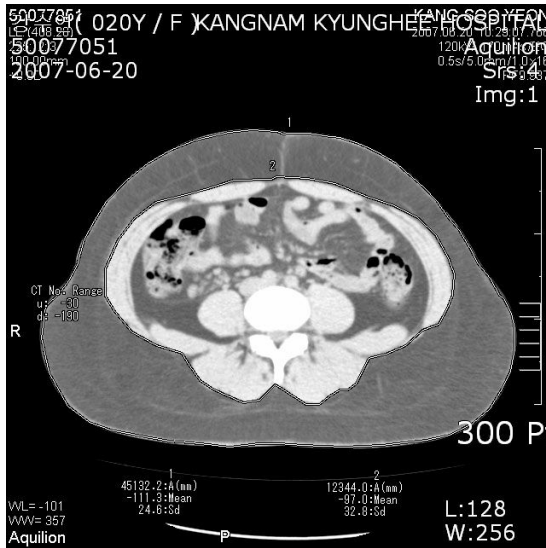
The CT Image of Abdominal and Visceral Fat at 2007.06.20
